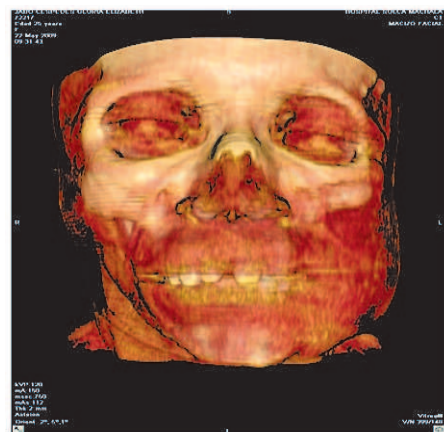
TAC en corte coronal (reconstrucción 3D) que muestra el compromiso de mejilla izquierda.
